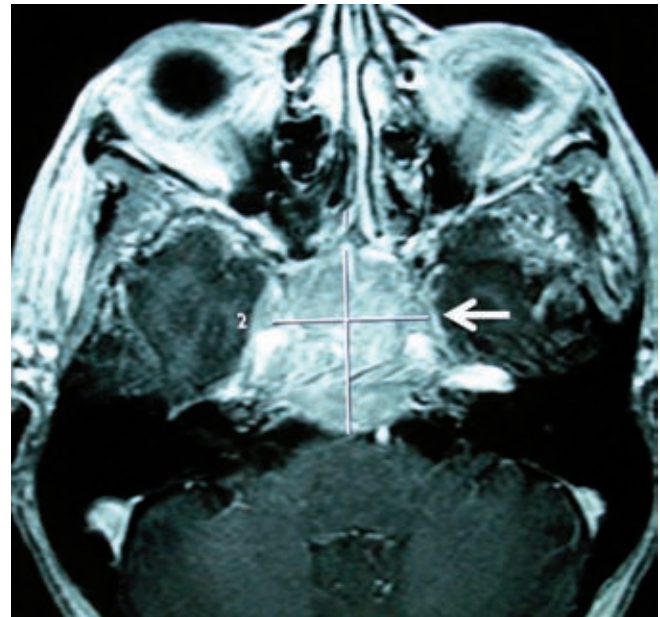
Resonancia magnética en fase T1 con gadolinio en corte axial: tumoración extraaxial (flecha) que refuerza homogéneamente con el contraste en región selar (caso 1).
